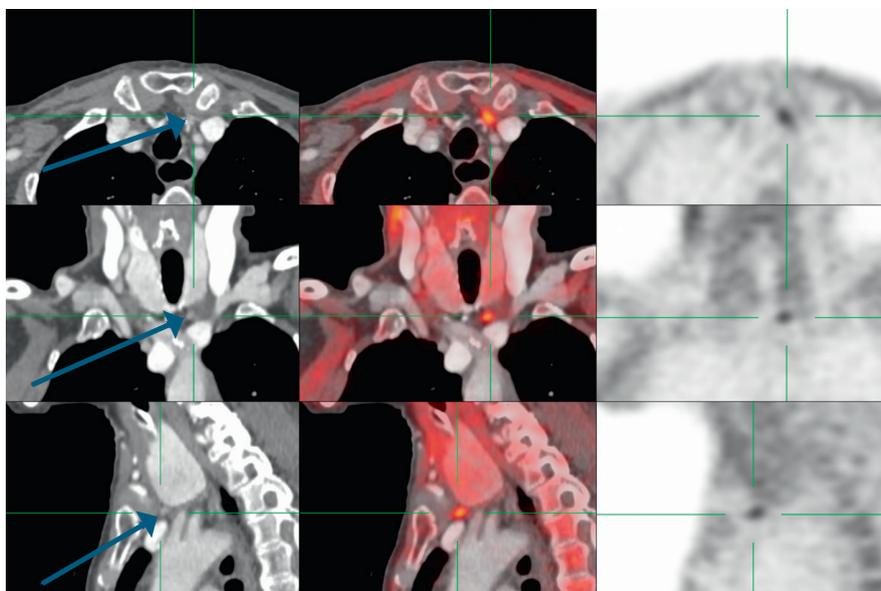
PET/CT à la ¹⁸F-choline
